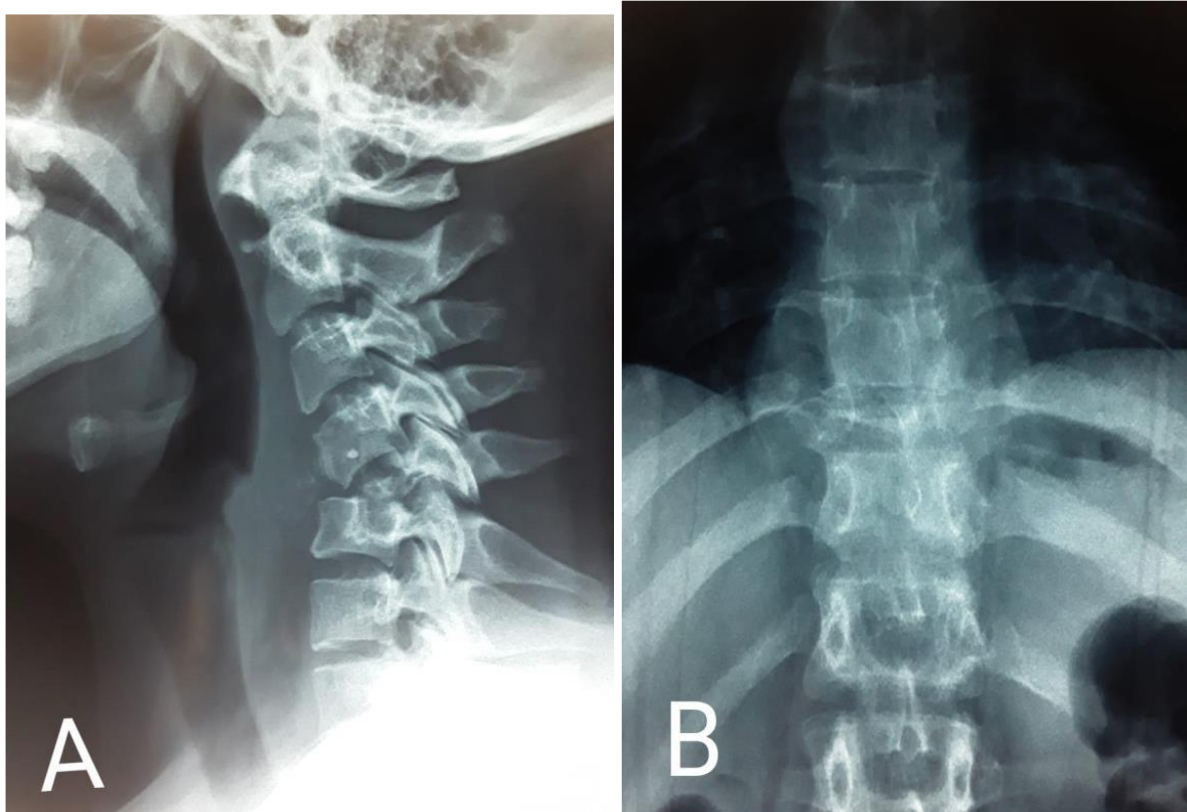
Radiographie standard cervicale de profil (A) montrant un tassement lytique de C5 occasionnant une angulation cyphosante en regard ; Radiographie standard dorsal de face (B), montrant un aspect de fracture en galette de D10.
